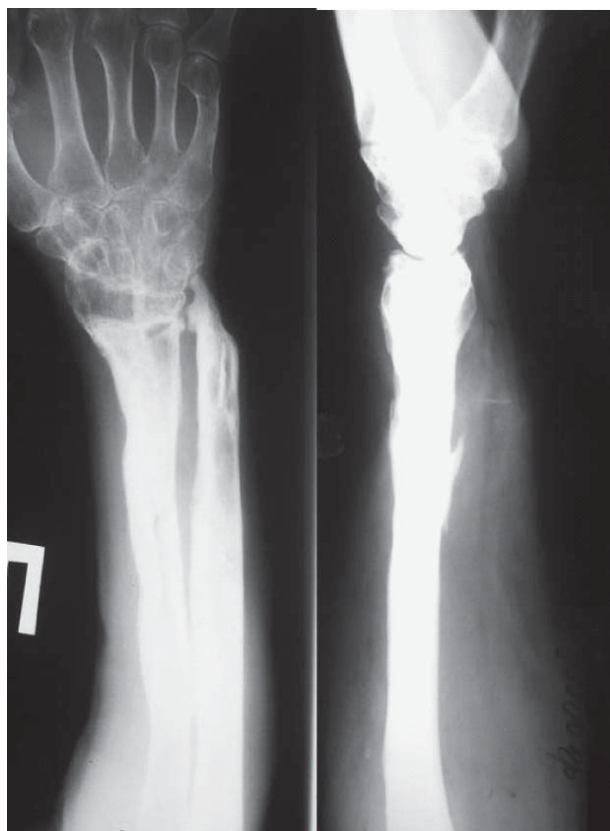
Рентгенограммы пациента через 3 года
